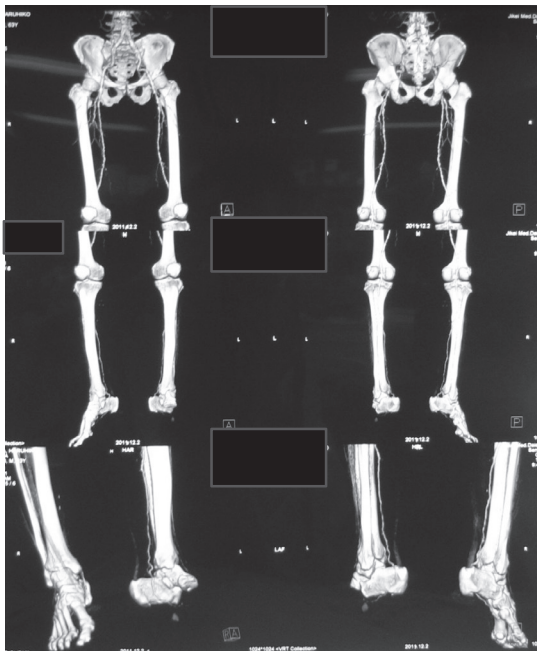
CT angiography(CTA) is shown.
